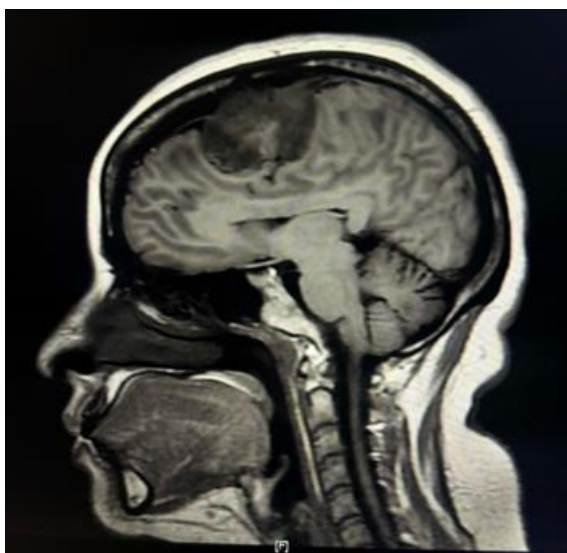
Imagen resonancia magnética; con lesión extra axial parasagital sólida, heterogénea, hipointensa, que comprime el tejido cerebral
